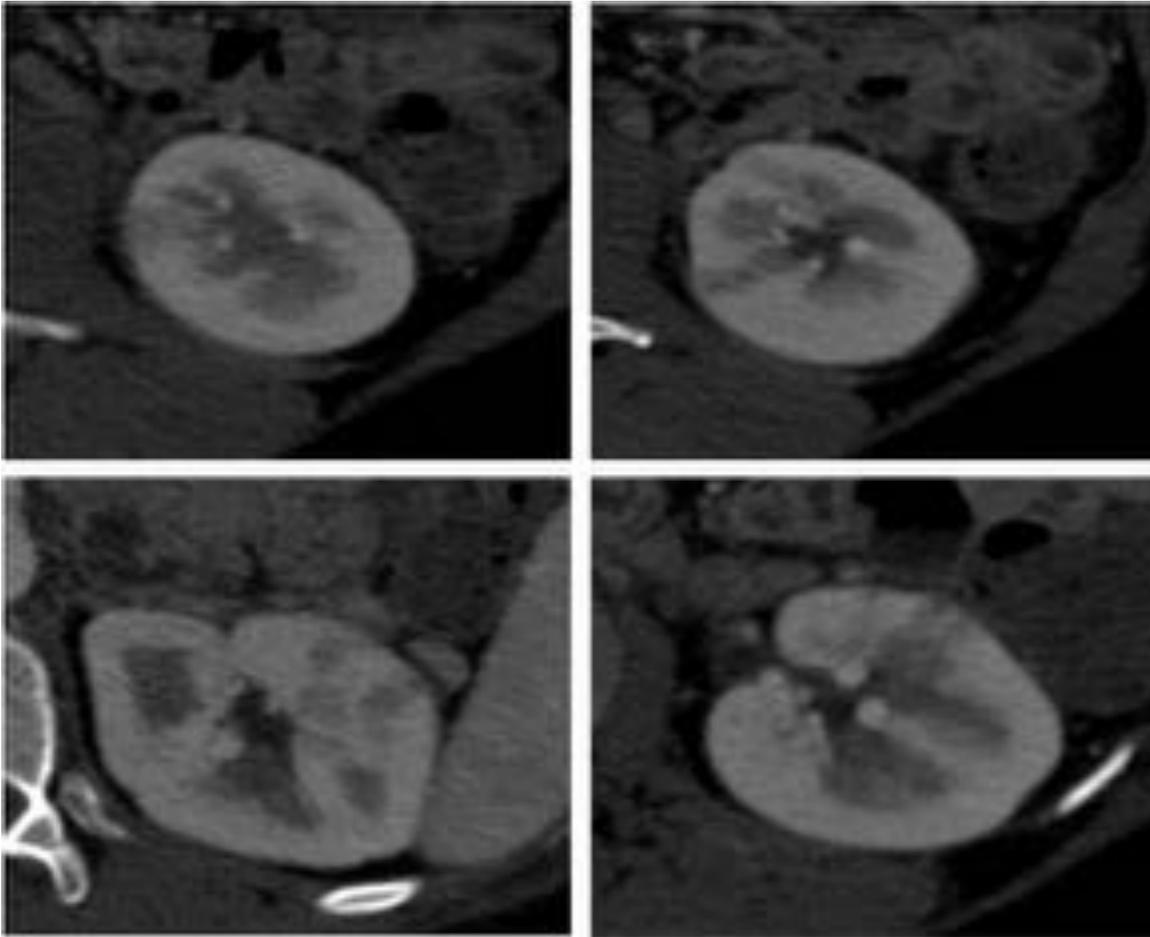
Se observan áreas hipodensas de nefronía/nefritis incipiente en las cuatro fotografías. Afectación cortical con pérdida de la diferenciación corticomedular. La pérdida de diferenciación de la medular (inferior- izquierda) es un signo inespecífico de pielonefritis que puede verse en TC sin contraste también.
